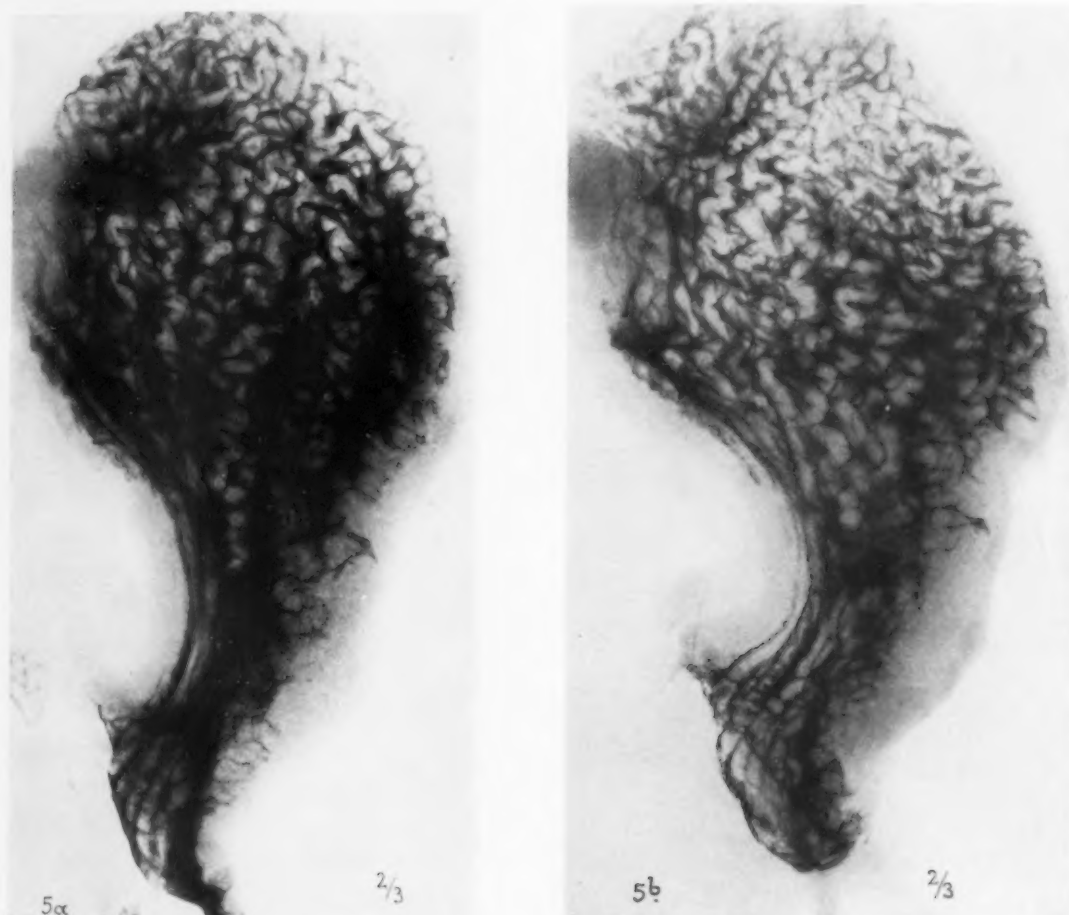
Frischer Hundemagen nach Füllung mit einer Laktobarytemulsion 150/150 und Abgießen derselben röntgenphotographiert (s. Text).
